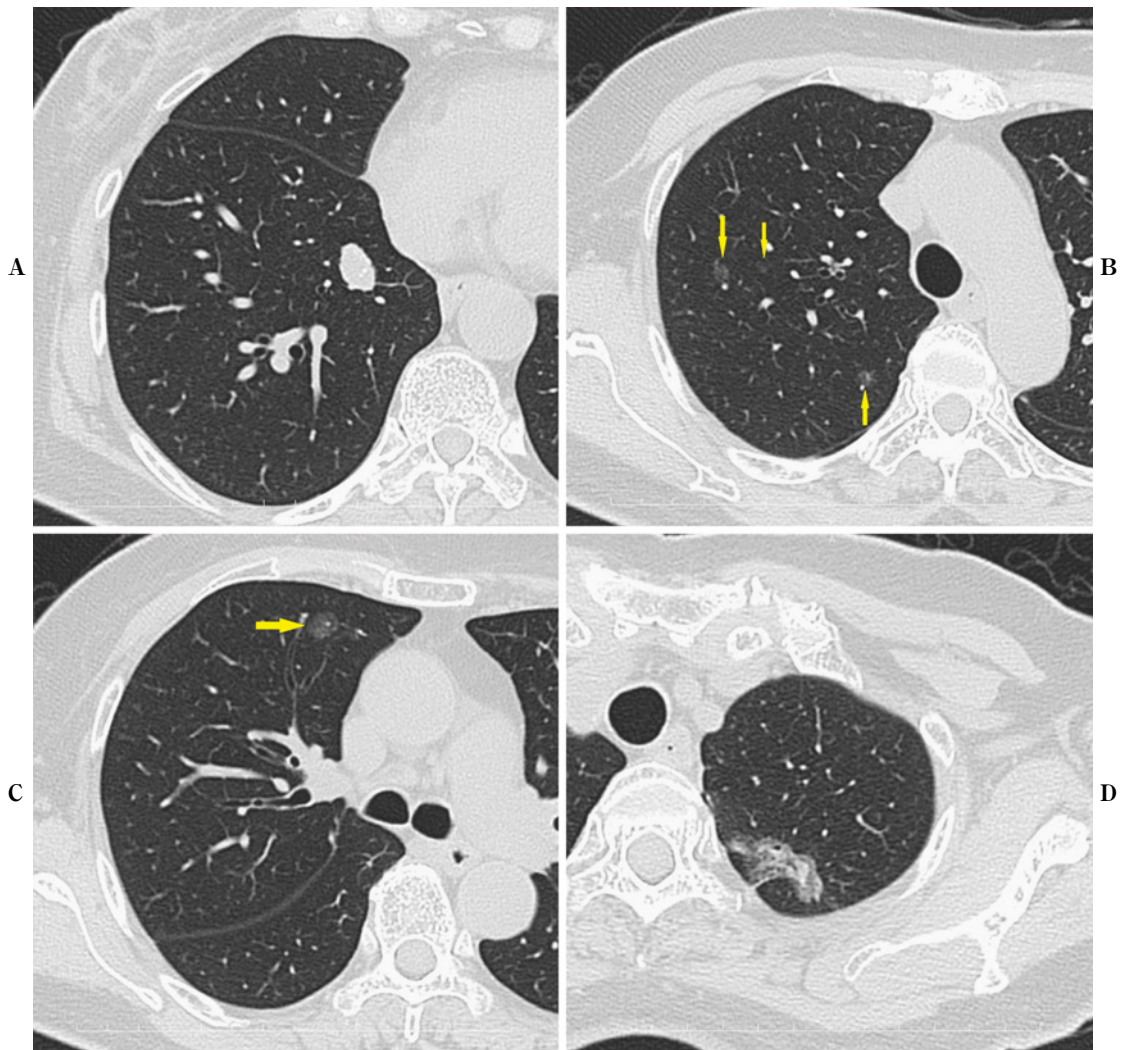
A. HRCT shows a solid nodule at S7. B, C. HRCT shows four pure GGNs in the right upper lobe. D. HRCT shows a part-solid GGN in the left superior segment.
